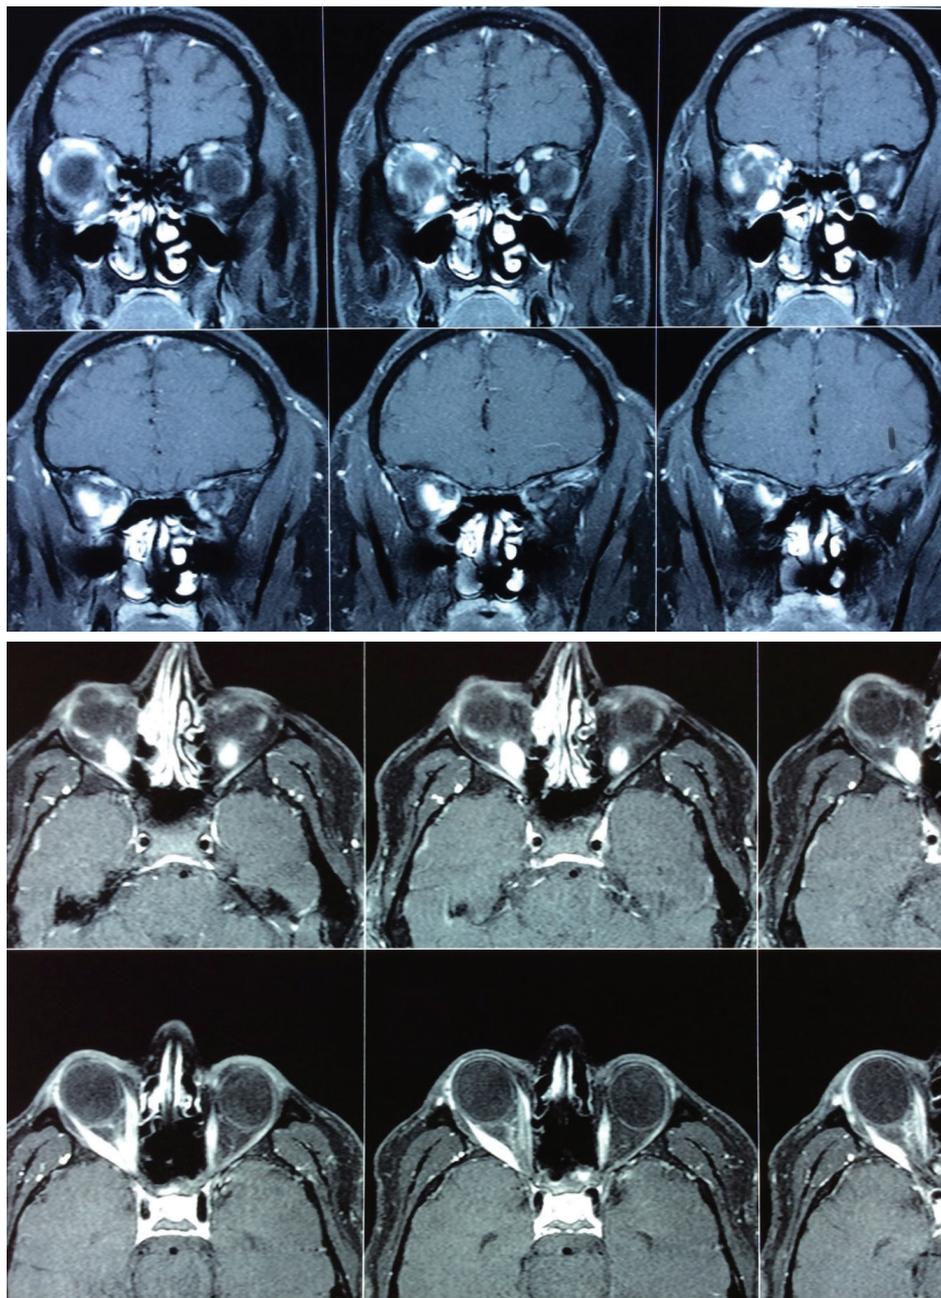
Resonancia magnética de órbitas y encéfalo que muestra hipertrofia de aspecto inflamatorio de músculos óculo-motores de la órbita derecha con signos de oftalmopatía intraocular y signos de leve pansinusitis.
